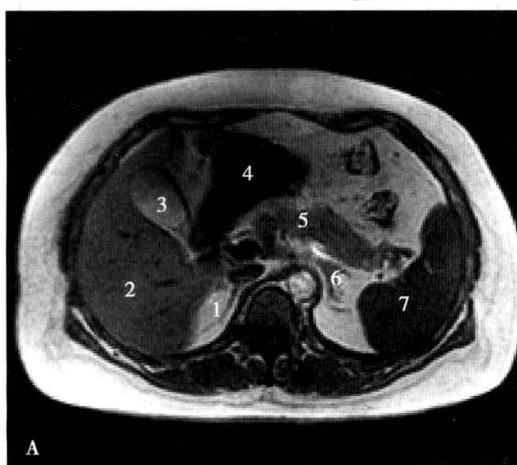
腹膜后肝门下水平断面 MRI 图像
